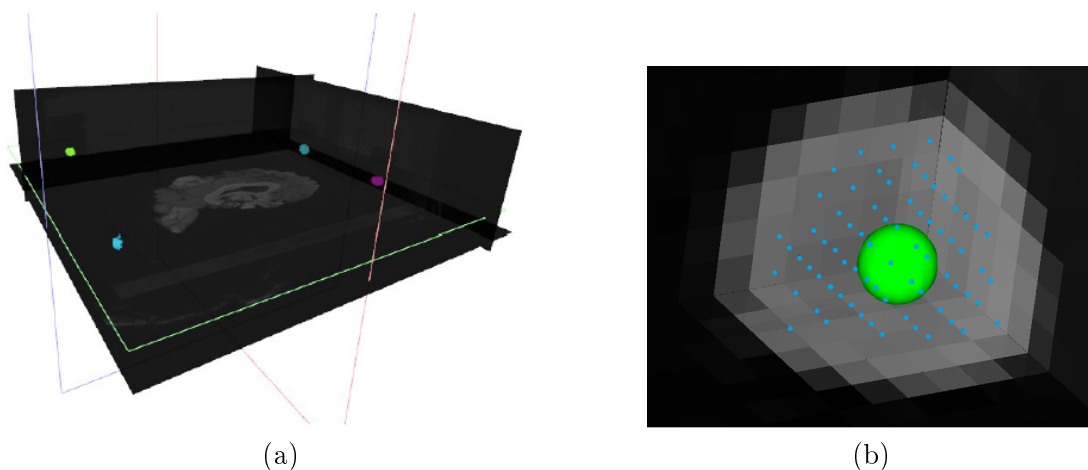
(a) Résultat du clustering sur les voxels segmentés menant à 4 classes, (b) Zoom sur la zone contenant une sphère repère contenue dans l'image IRM. En bleu, apparaissent les centres de gravité de chaque voxels identifiés comme appartenant au même point repère. La sphère verte matérialise l'isobarycentre P_i que l'on considère être le point repère i associé au volume.
